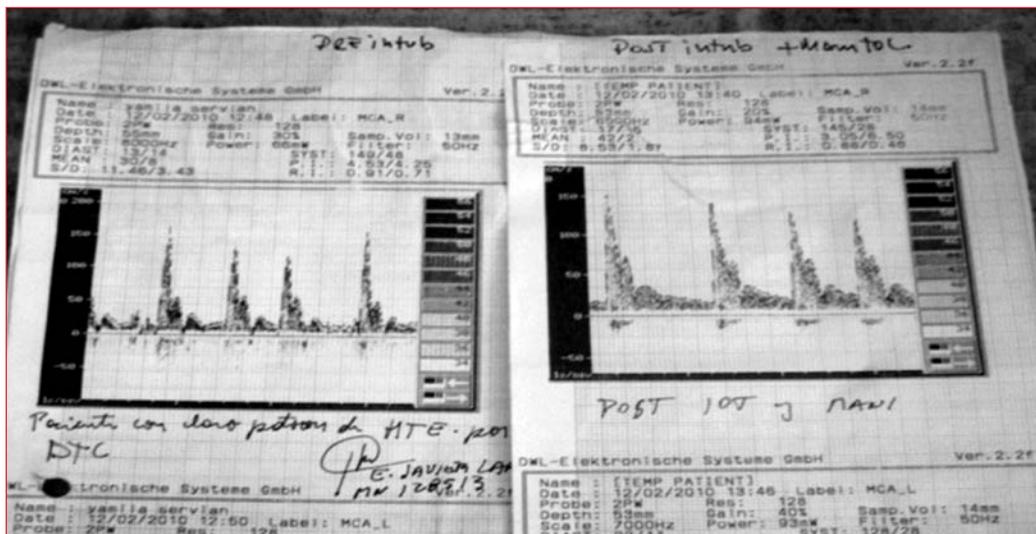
Doppler transcraneal antes y después de la intubación orotraqueal y de administrar manitol. Se evidencia patrón de hipertensión endocraneal que mejora luego de las maniobras.
